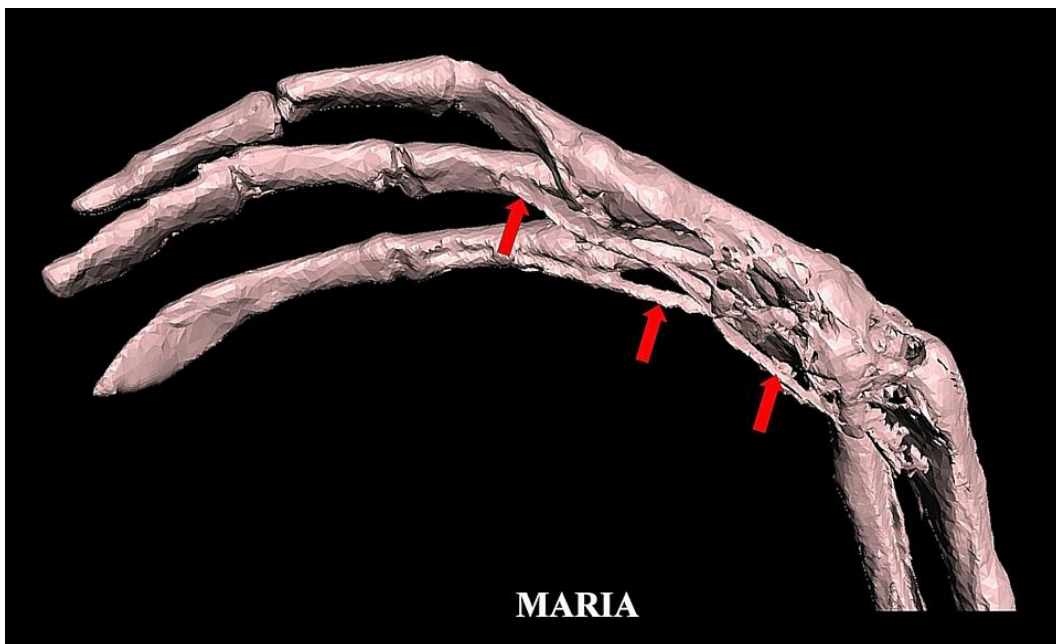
TC 3D de la mano derecha que muestra tendones y ligamentos intactos (flechas rojas).
